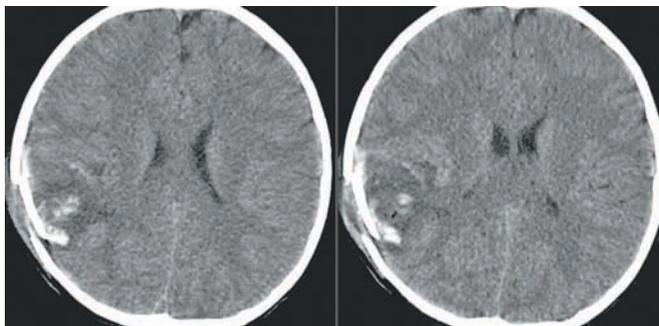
МСКТ. Аксиальные срезы. Первоначальное исследование на 1-е сутки после травмы. Вдавленный компрессионный перелом правой теменной кости. Прилежащий ушиб мозга — макроструктурная деструкция вещества мозга, с геморрагическим компонентом.
